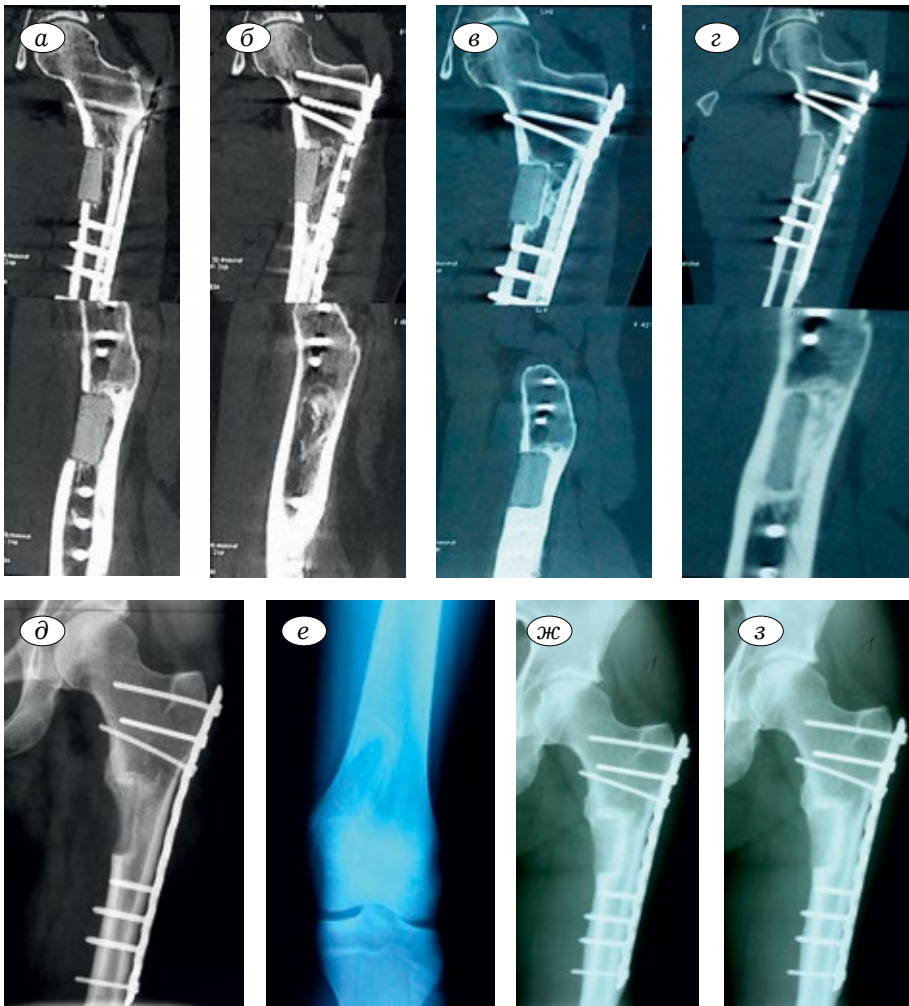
Пациентка С., 18 лет. Диагноз: хондрома проксимального отдела бедренной кости. Операция: краевая резекция проксимального отдела бедренной кости, комбинированное замещение дефекта УНИ в сочетании с аллотрансплантатами, металлоостеосинтез. Данные КТ (а-г) и рентгенограммы (д-з) сразу после (а, д), через 3 мес (б, е), 6 мес (в, ж), 12 мес (г, з) после операции.
